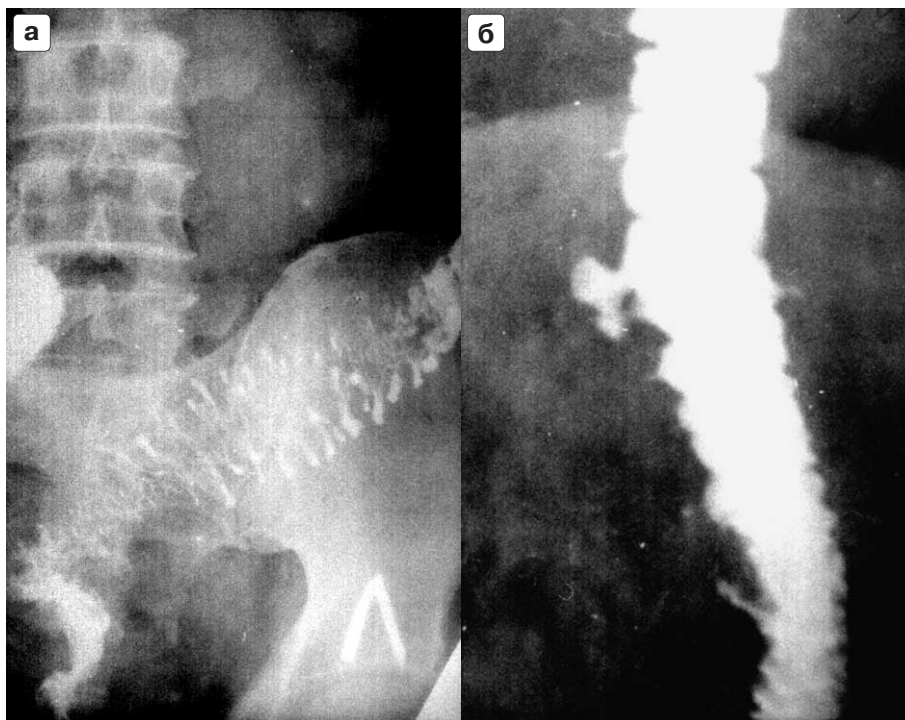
Прицельные рентгенограммы сигмовидной кишки после опорожнения от бариевой взвеси (а) и при тугом наполнении (б); а – фиксация дивертикулов в окружающих тканях; б – фиксация дивертикулов между собой.
